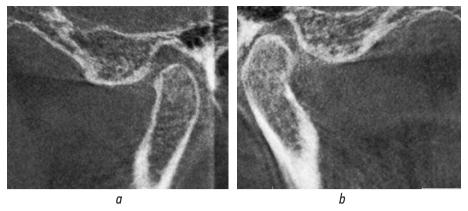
Компьютерная томограмма правого (*a*) и левого (*b*) височно-нижнечелюстного сустава до лечения Fig. 2. Pretreatment computed tomography of the right (*a*) and left (*b*) temporomandibular joint
